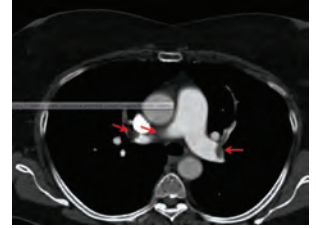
Computed tomography pulmonary angiography demonstrating multiple filling defects in the pulmonary arteries (arrows).
